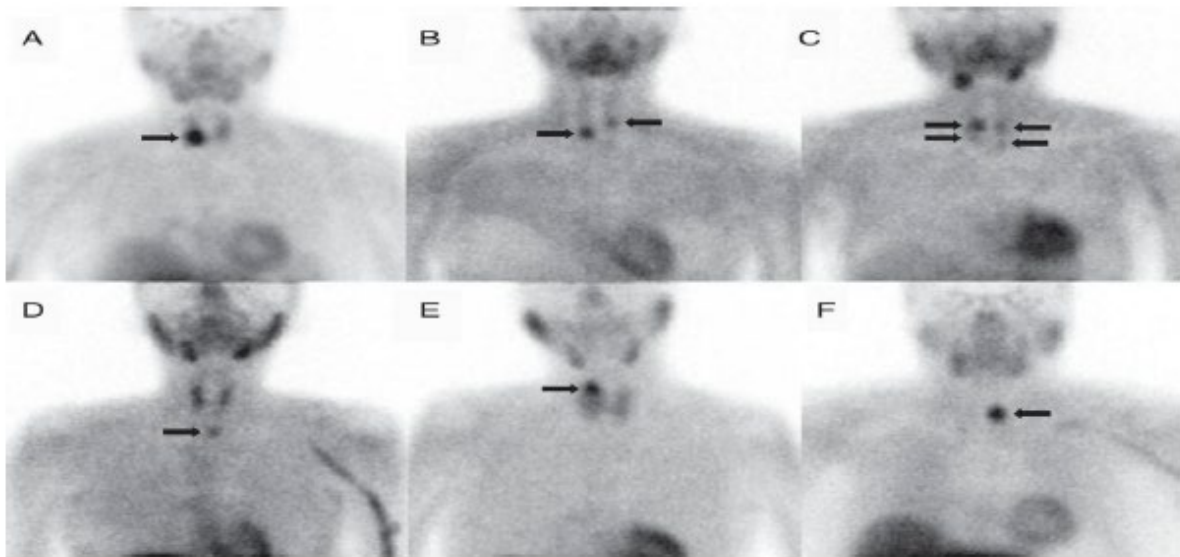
[92]: *Exemples de scintigraphie parathyroïdienne.*
